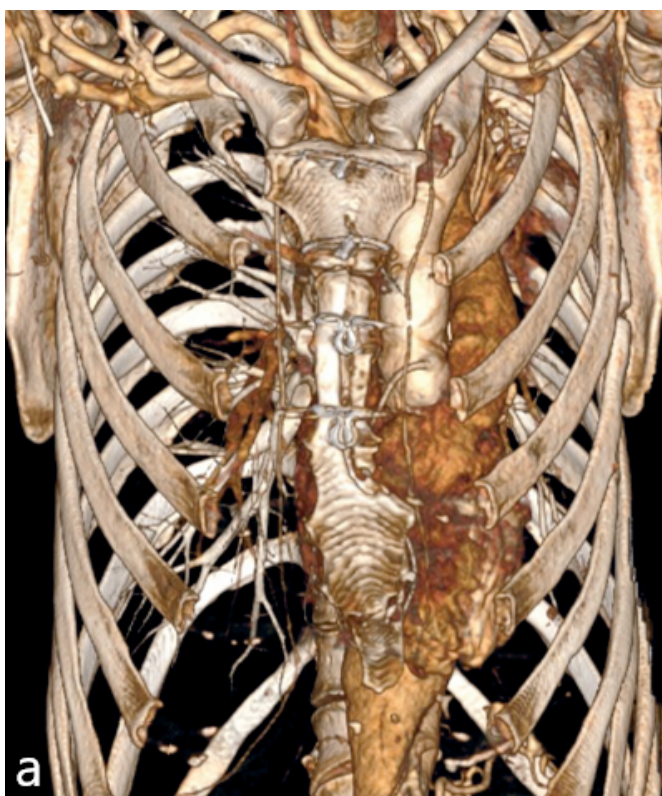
а – МСКТ грудного отдела аорты после операции (3D-реконструкция), б – послеоперационный рубец.
